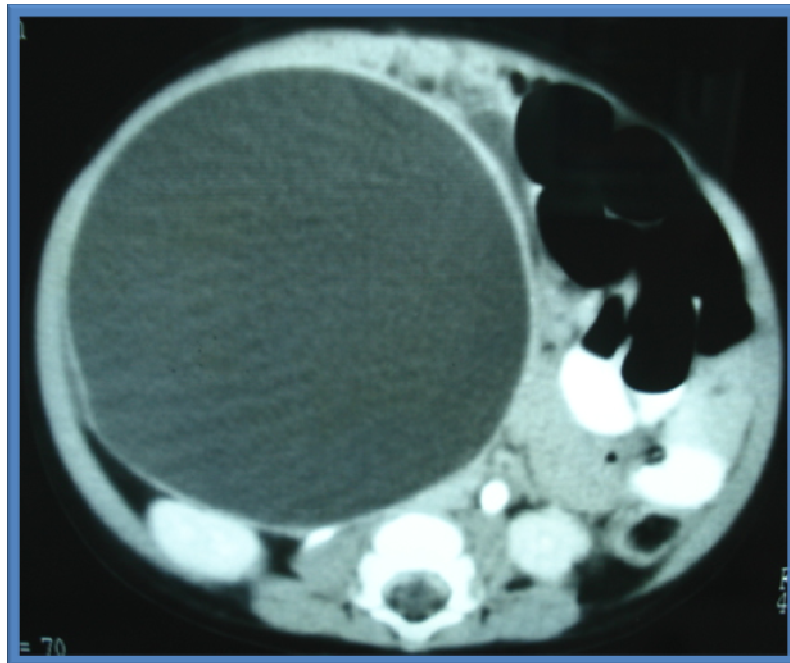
TAC quiste de colédoco rodeado de una pared quística gruesa con rechazamiento de las asas intestinales del lado contralateral
